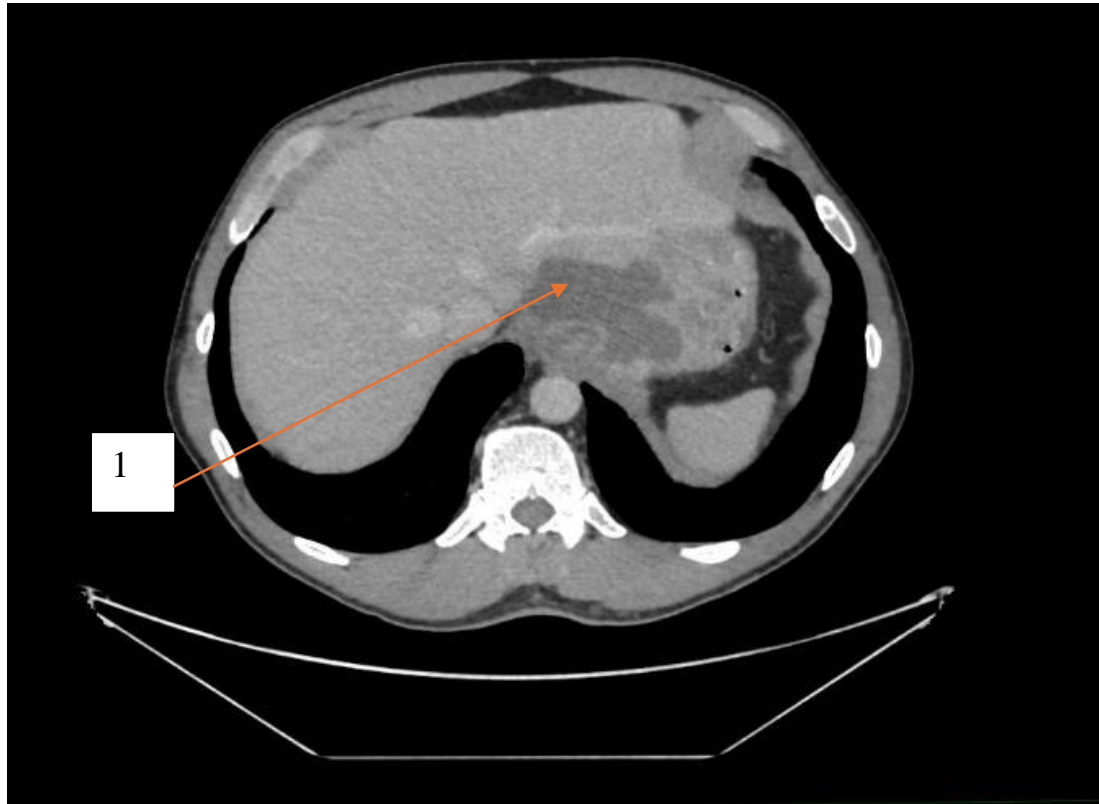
Компьютерная томограмма с внутривенным контрастным усилением, пациент К., 54 года, аксиальный срез, отсроченная фаза. 1 – структура жидкостной плотности в области кардиального отдела желудка
